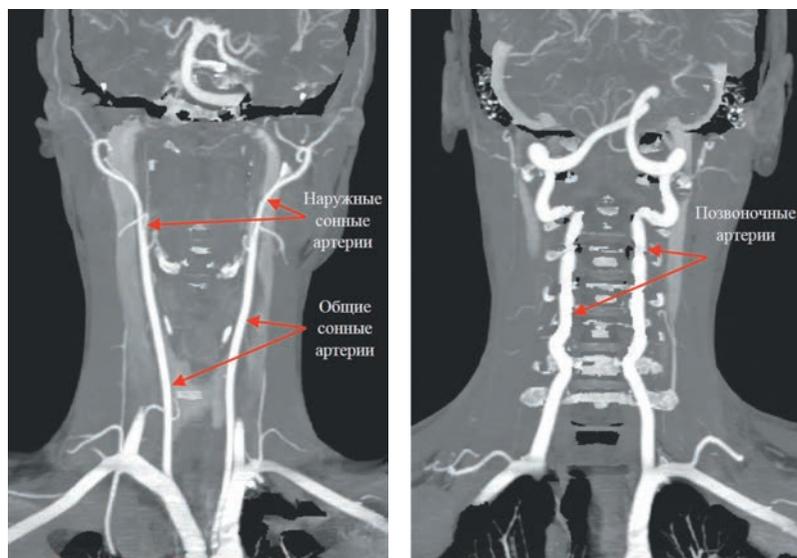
Церебральная КТ-ангиография (режим — проекция максимальных интенсивностей, maximum intensity projections). Вид спереди: общая сонная артерия с переходом в наружную (слева); позвоночные артерии (справа).
